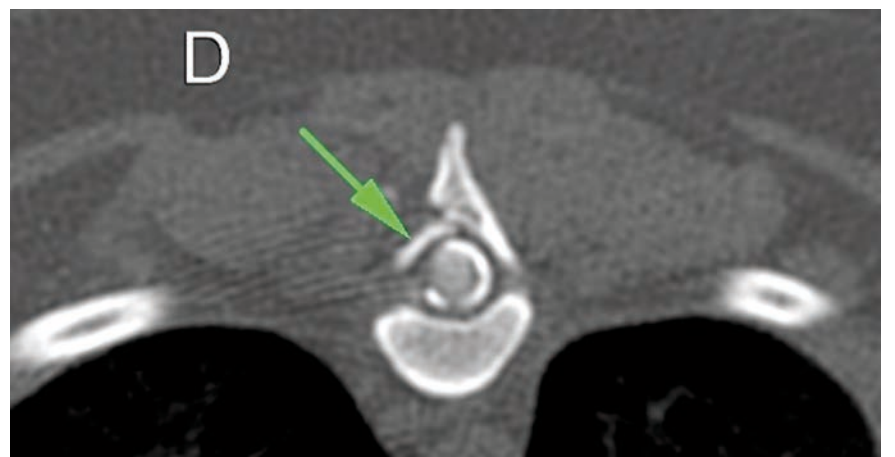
Mielografía TAC corte transversal a nivel de T12 demostrando fractura de la lámina derecha con mínimo desplazamiento y ligera compresión medular.
